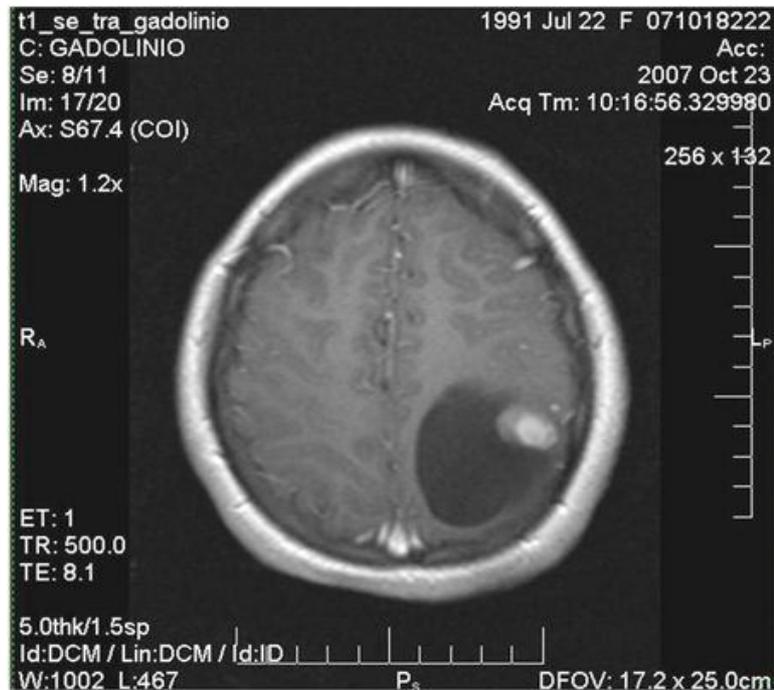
RM axial potenciada en T1 con Gadolinio. Se observa realce del nódulo mural.
